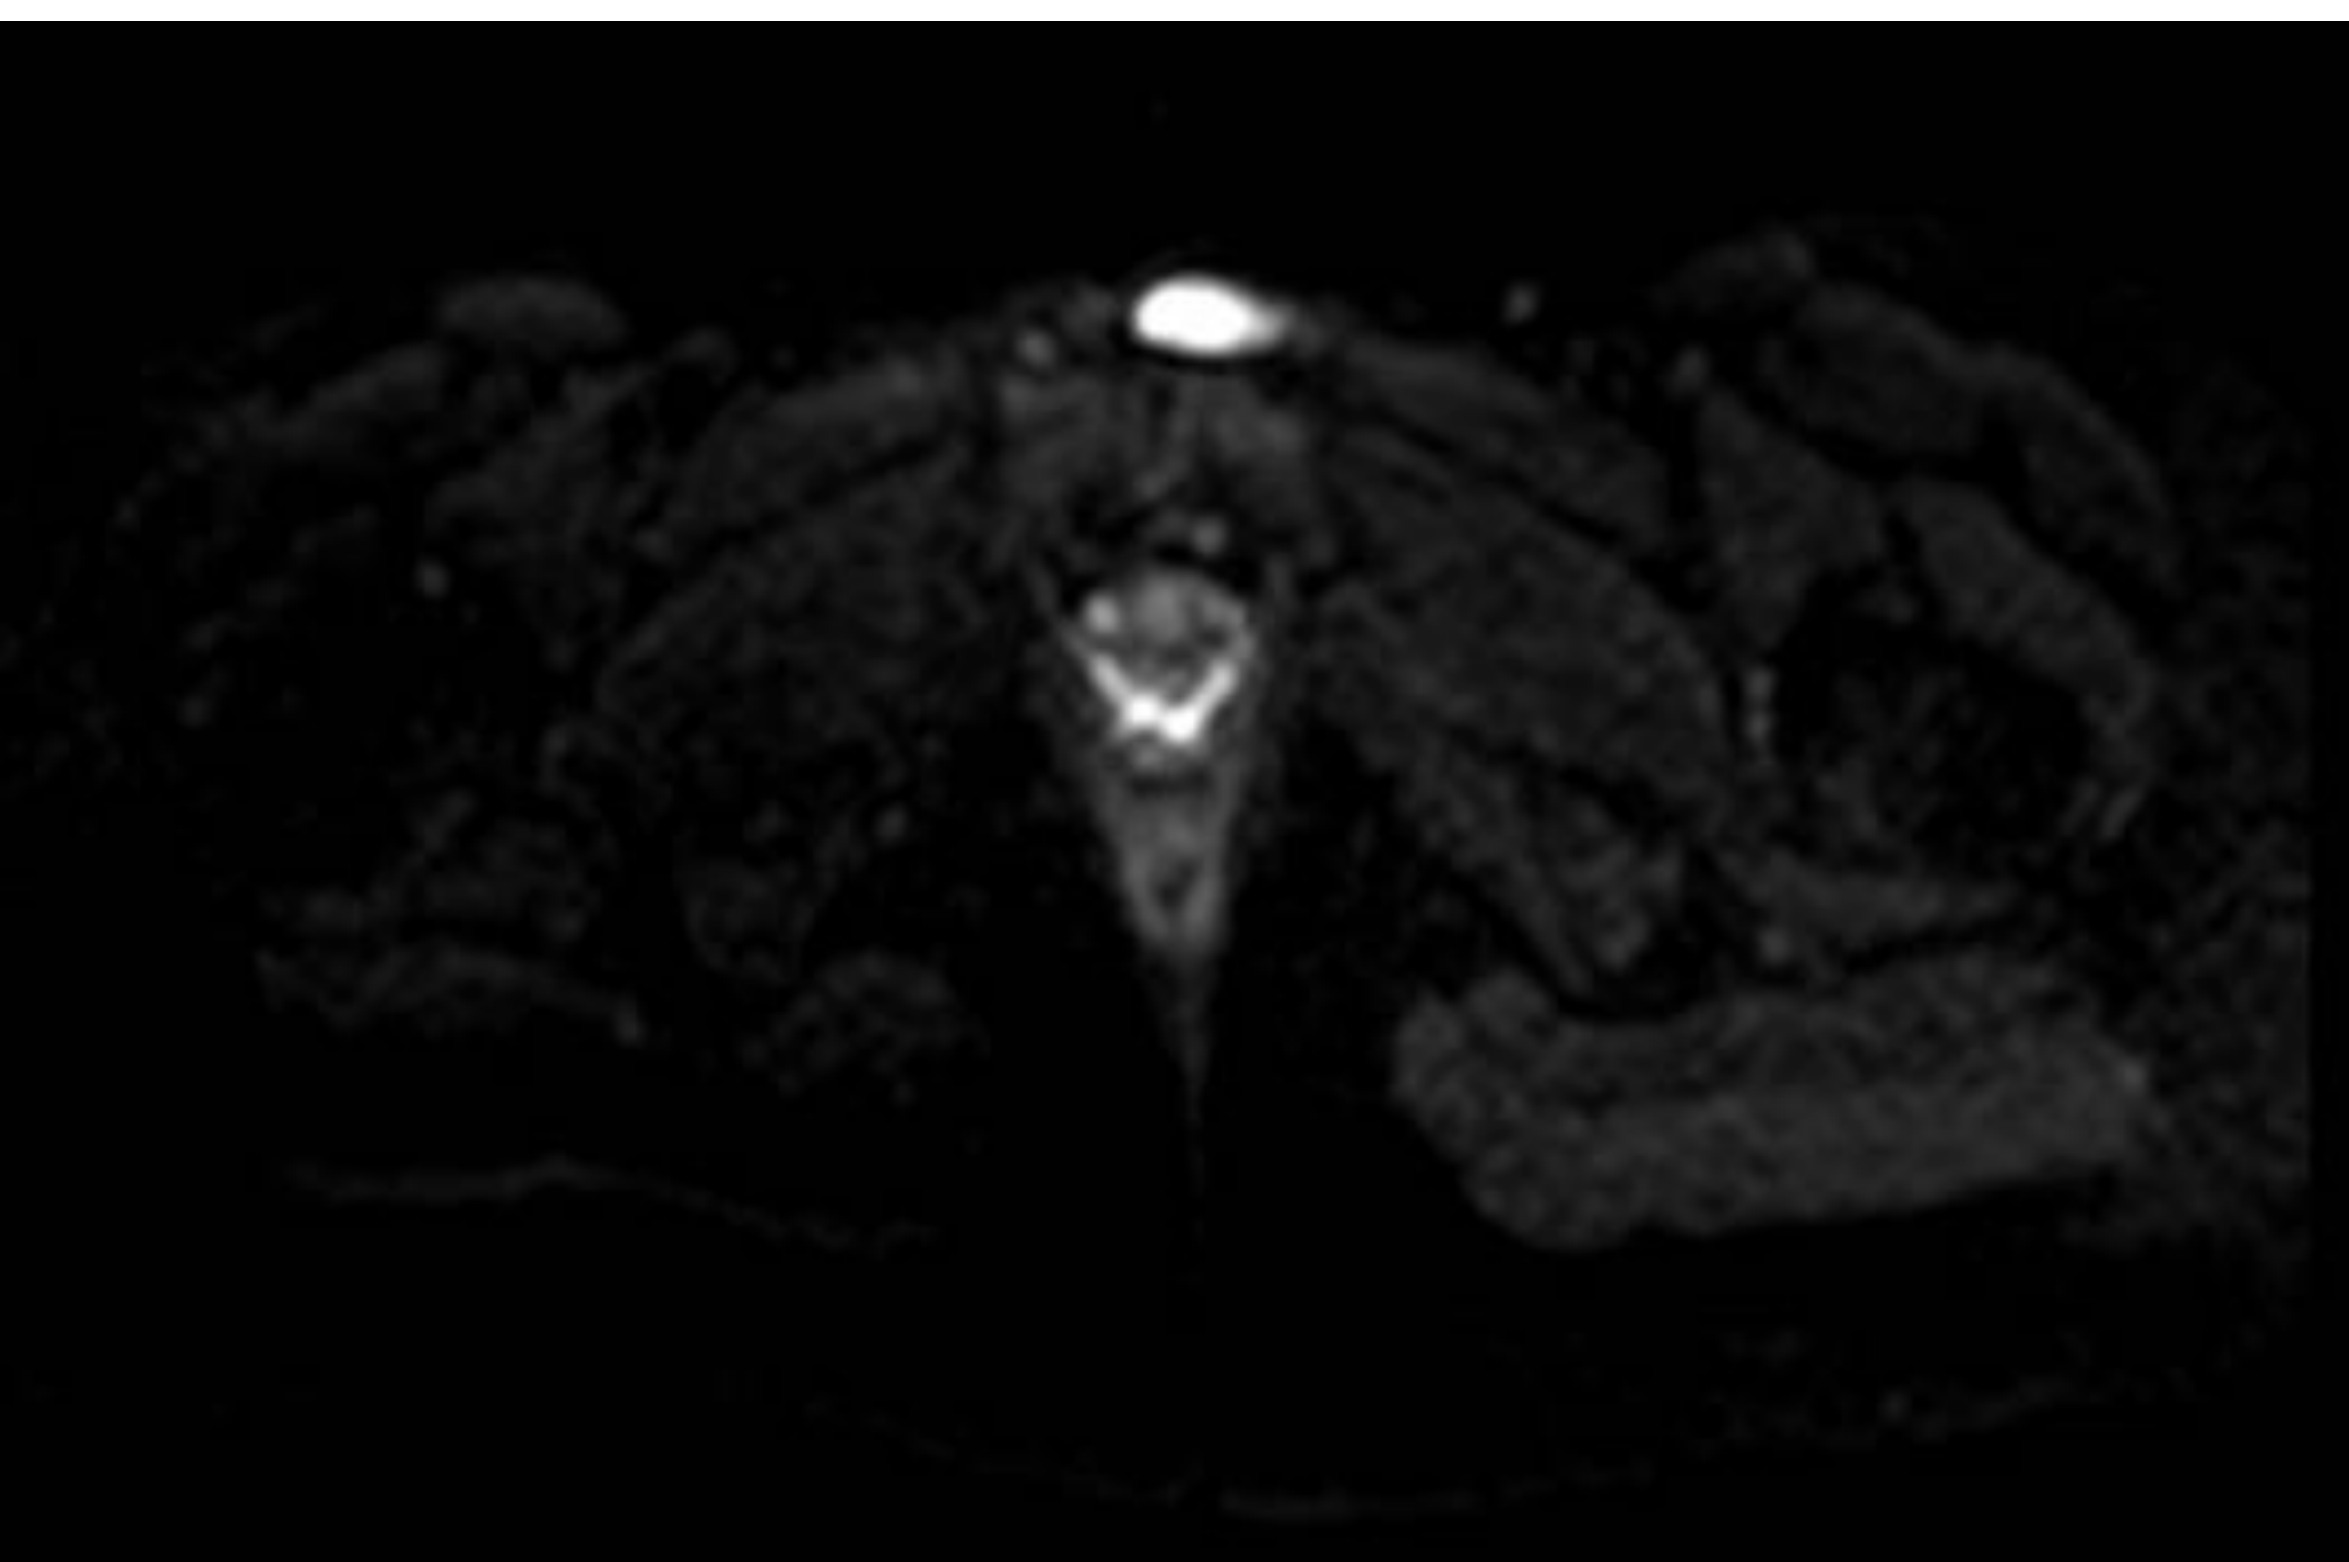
Corte axial e coronal de ressonância magnética na fase de difusão, evidenciando hipersinal no local da lesão.
